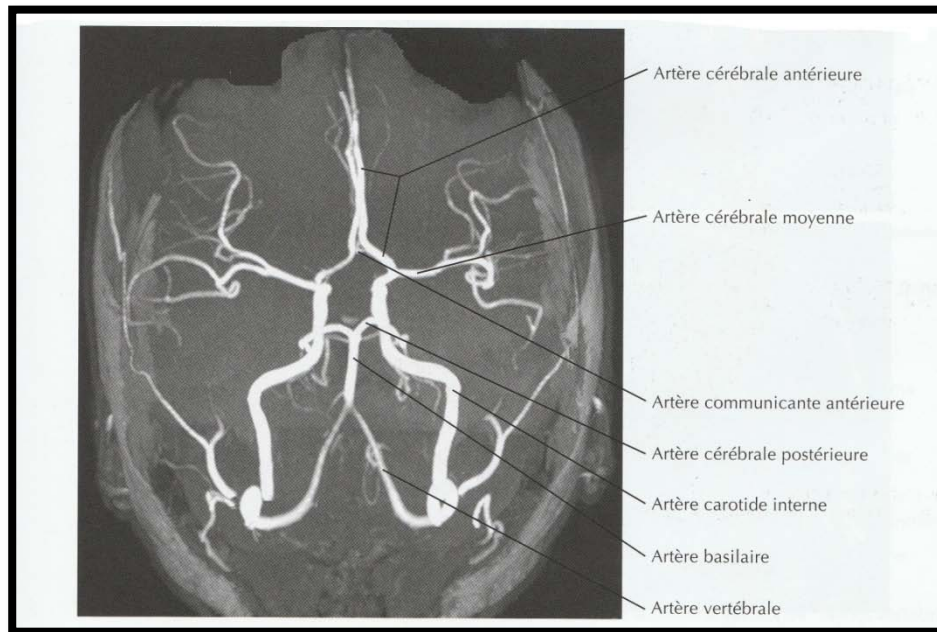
Angio IRM de la vascularisation artérielle du cerveau(9).
